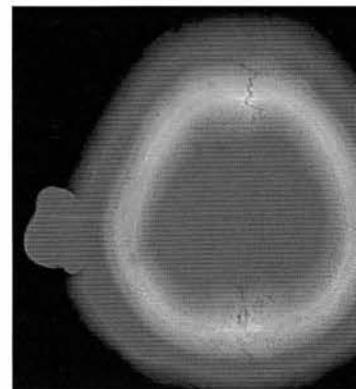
CT findings, bone window.
